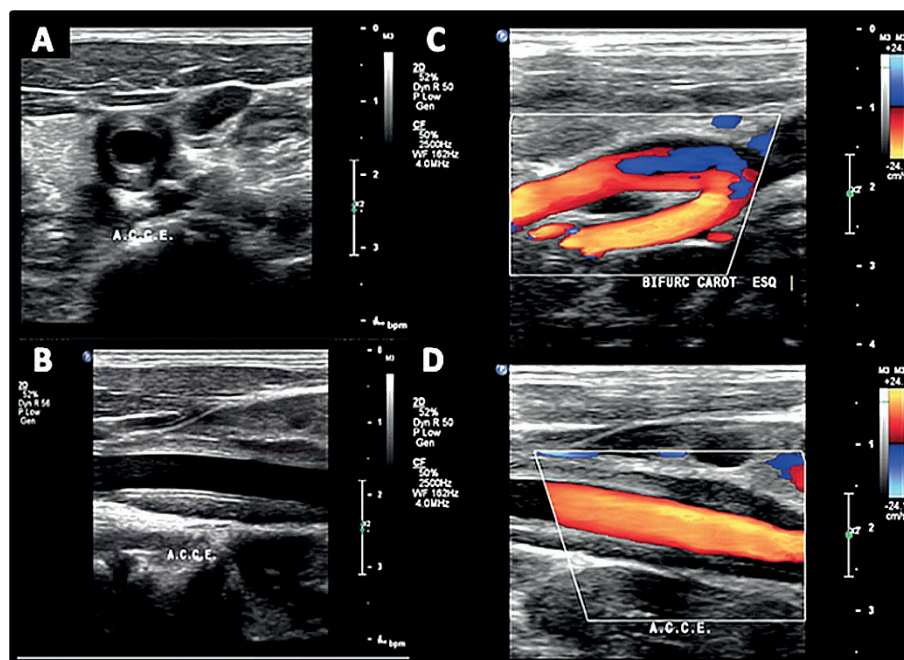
Ultrassonografia no modo B da artéria carótida comum esquerda demonstrando presença de espessamento perivascular circunferencial importante no (A) corte transversal e no (B) corte longitudinal. Nas imagens C e D, pode-se observar o fluxo preservado ao mapeamento de fluxo em cores e espessamento perivascular ao longo da carótida comum sem envolvimento das carótidas interna e externa. ACCE: artéria carótida comum esquerda.
